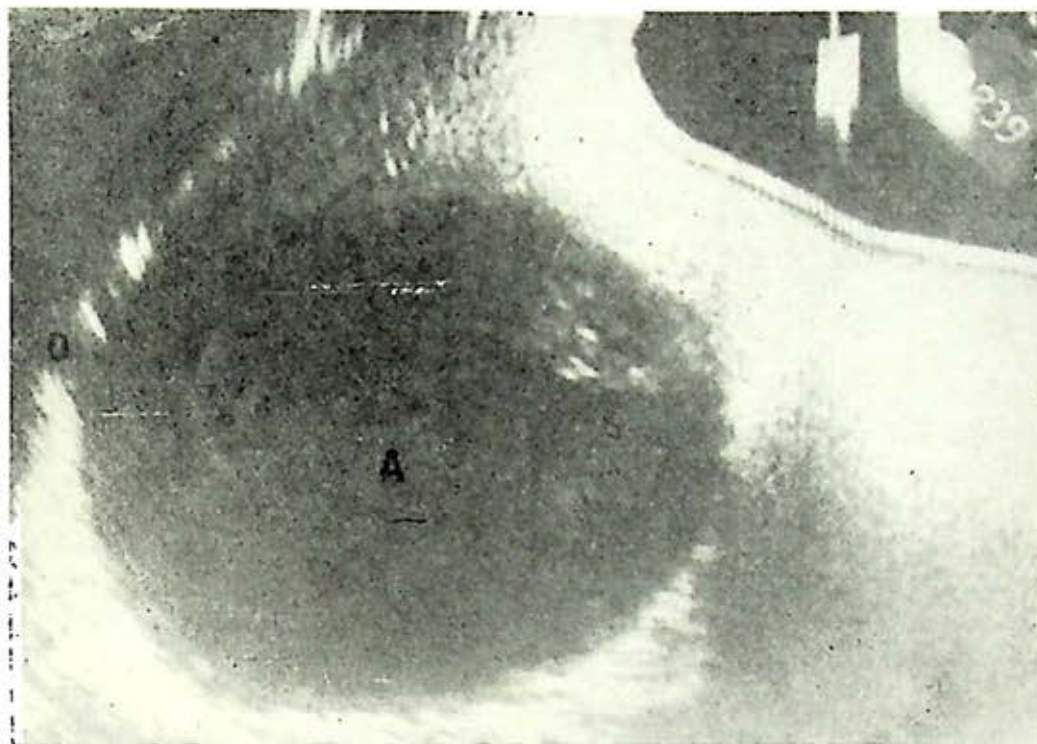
Ultrasonografía hepática, corte longitudinal, en un enfermo con absceso hepático-amibiano. A, absceso. D, diafragma.
